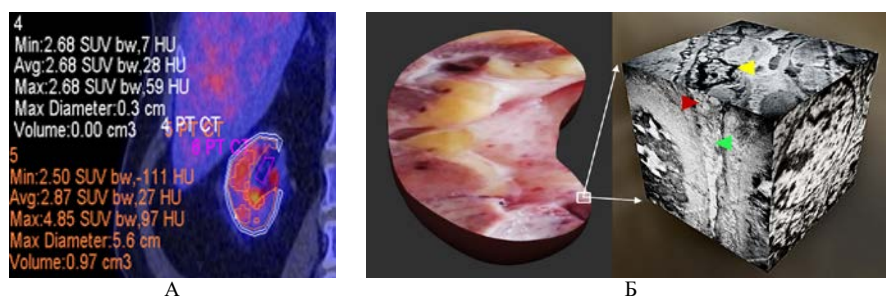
Результаты ЭВМ-программной реконструкции ПЭТ/КТ-морфо-функционального и ПЭМ-ультраструктурного состояний почечной паренхимы у пациентки Н. 39 лет с нефрогенной гипертензией, являющейся следствием вторичного сморщивания правой почки (желтая стрелка – наличие патологического содержимого в мочевом пространстве нефрона; красная стрелка – лейкоцитарно-бактериальная конгломерация, зеленая стрелка – слущивание эпителия с утолщением и расслоение элементов капсула Боумена)
